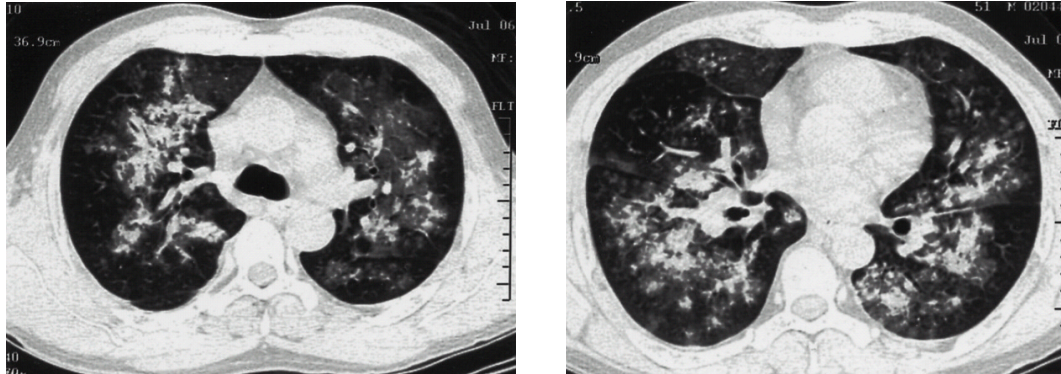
High resolution CT scan that was obtained on the day of admission shows bilateral peripheral consolidation, infiltrate, and ground-glass attenuation with relative sparing of peripheral lung zones.
